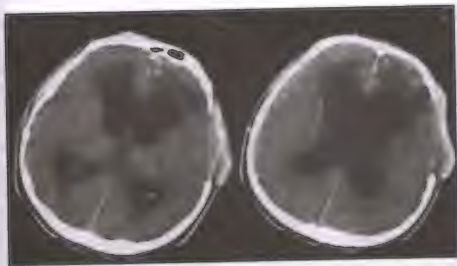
КТ больного Р-ко до операции. Открытая внутренняя симметричная гидроцефалия
